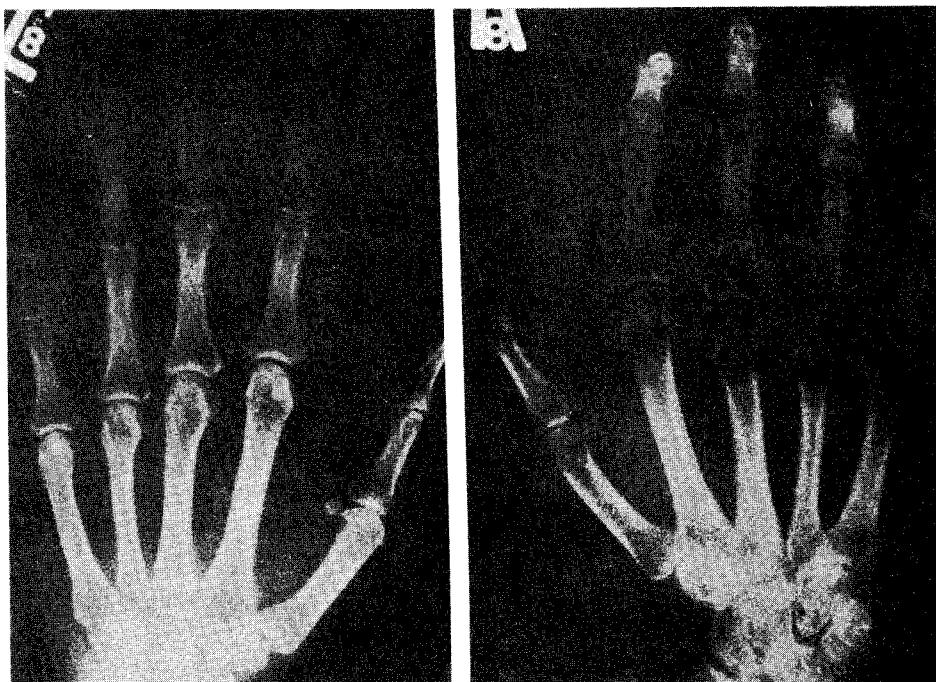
Radiographs of a patient with RSDS shows the normal hand (Lt), and affected hand with the characteristic finding of patchy demineralization.
